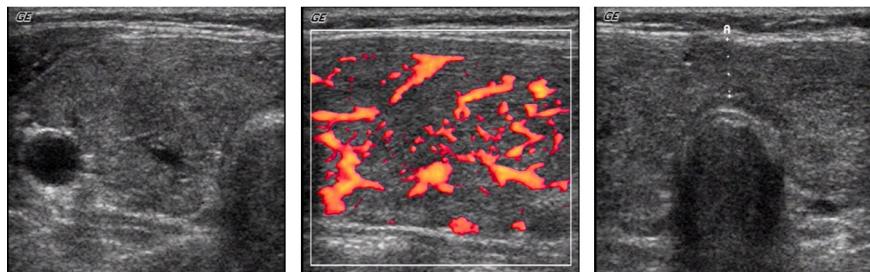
Thyroid sonographic findings. Transverse sonogram of the right thyroid lobe shows thyroid gland enlargement with heterogeneous echogenicity. Transverse doppler sonogram of the right thyroid lobe shows markedly increased blood flow. The thickness of the isthmus of thyroid is showed as 0.8 cm.
